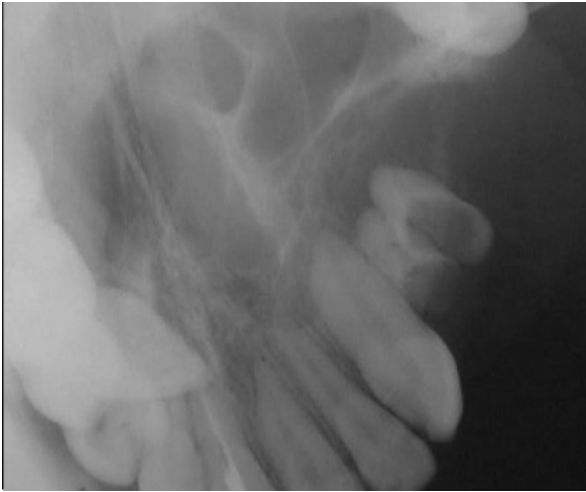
Radiografía oclusal.
